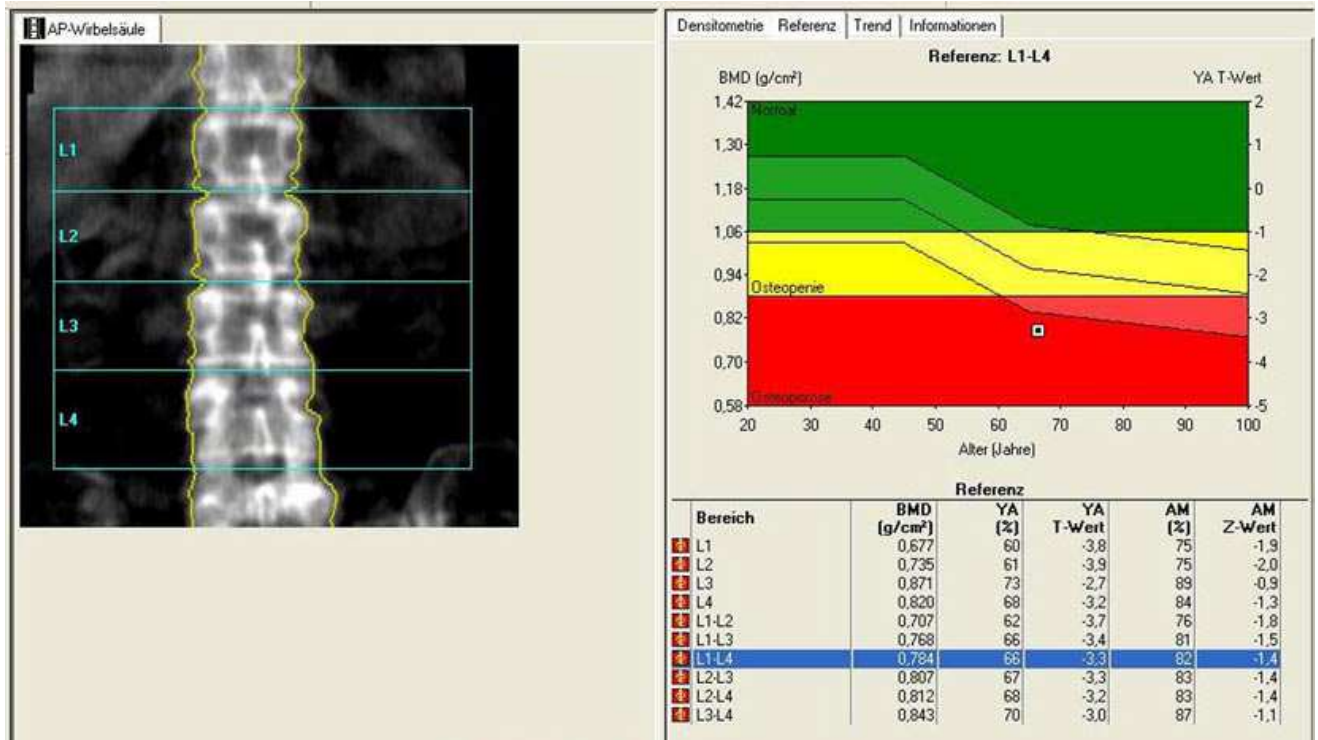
Osteodensitometrie mittels Dual Energy X-ray Absorptiometry (DXA) (Därr et al., 2008)
